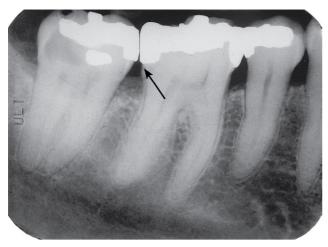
Radiografia mostra cárie recorrente (seta) sob uma restauração de amálgama.
